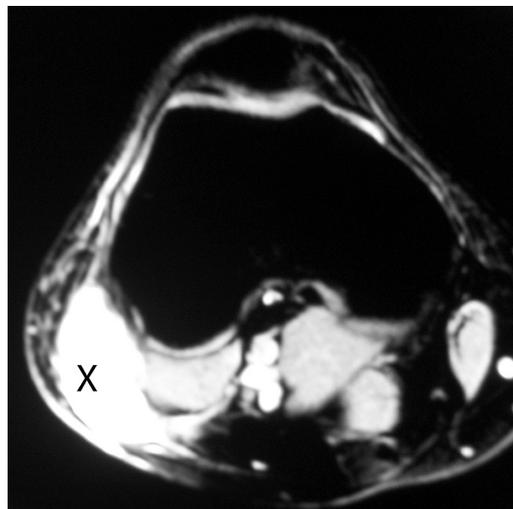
RM corte axial de la rodilla. Se aprecia la vaina del tendón del m bíceps femoral repleta de líquido y con ausencia del tendón (X).
